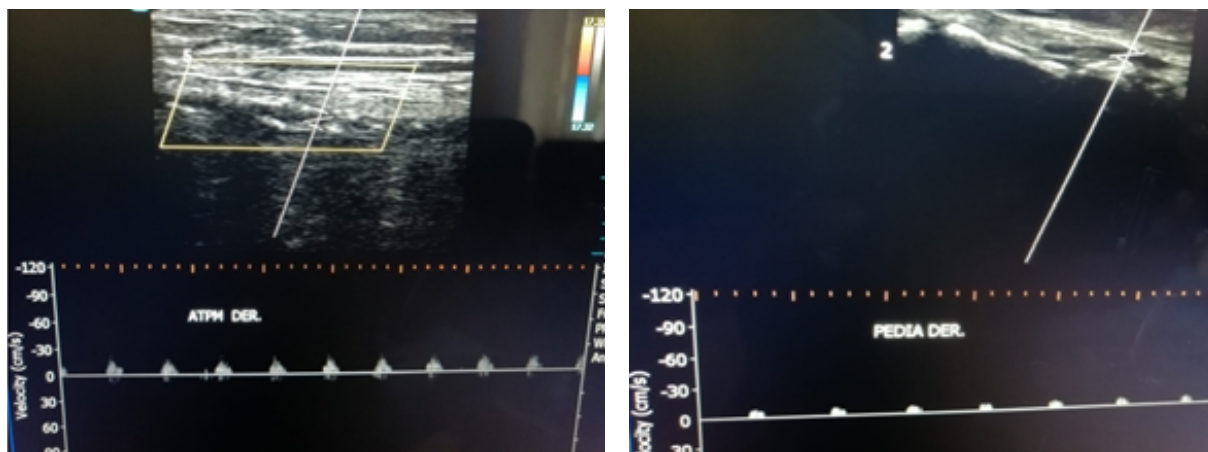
Ecografía doppler color arterial del paciente que muestra flujo distal en la tibial anterior y posterior bilateral.
